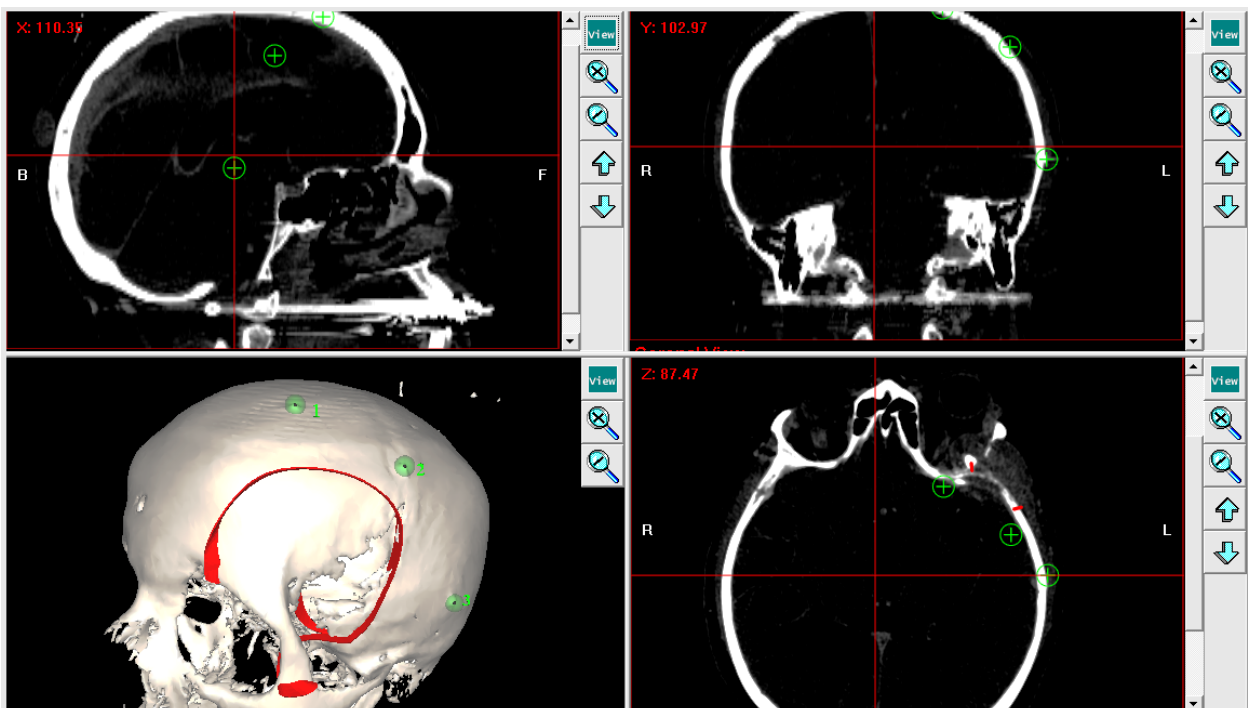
Bedienoberfläche der Navigationssoftware: Neben den CT-Aufnahmen in 3 Ebenen (oben und unten rechts) steht eine 3D-Rekonstruktion der CT-Daten (unten links) zur Verfügung
